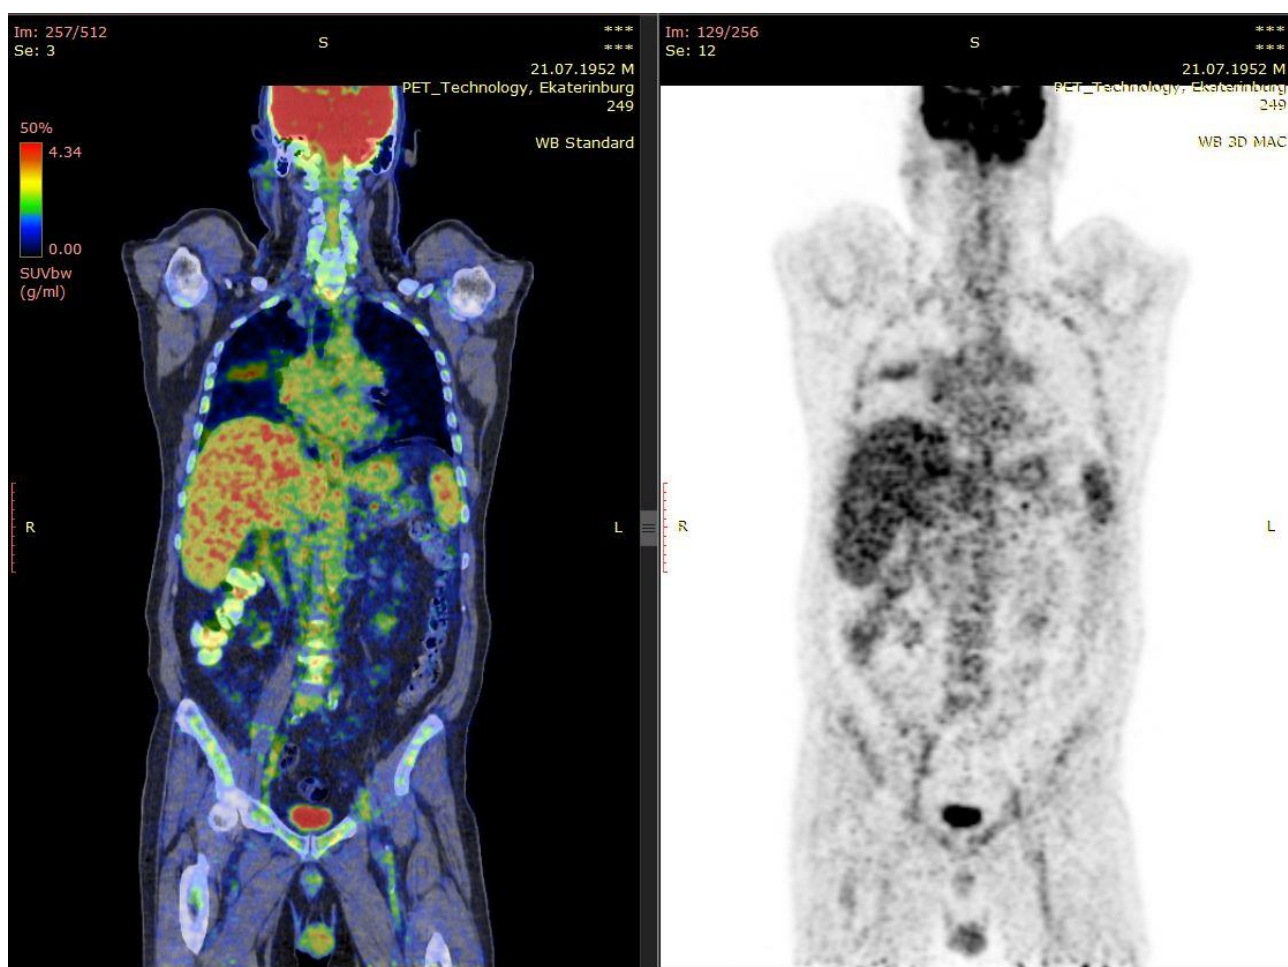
(слева) – ПЭТ/КТ визуализация, (справа) – ПЭТ визуализация
